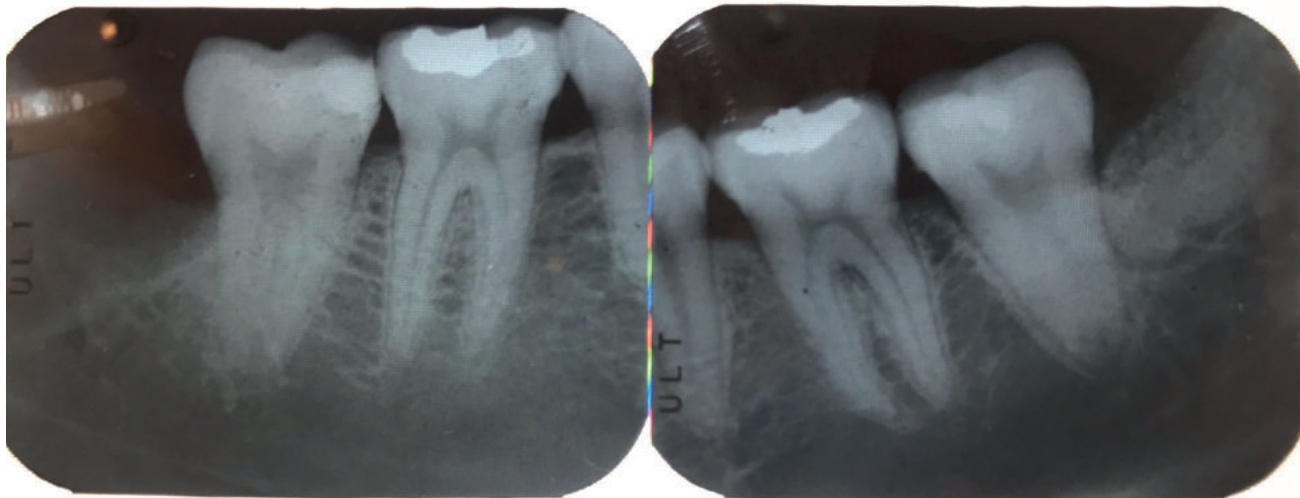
Radiografías periapicales intraoperatorias del lado control (izquierda) y el lado de estudio (derecha)
